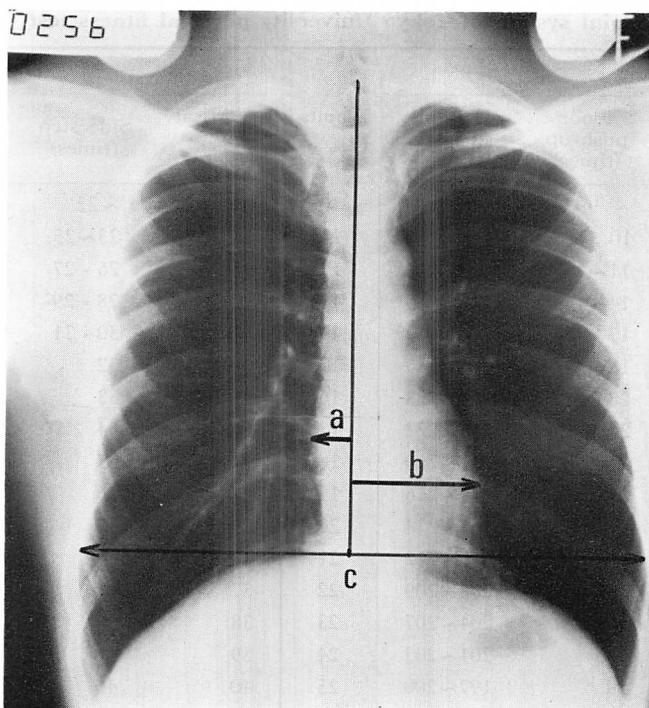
Method of calculating cardiothoracic ratio (CTR) on chest radiograph.
